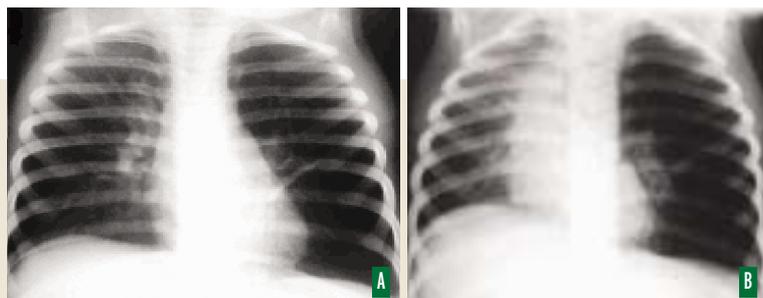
Radiographie thoracique de face prise en inspiration (A) et expiration (B) chez un enfant de 3 ans qui a présenté un syndrome de pénétration au cours du dîner la veille. Il existe un emphysème obstructif gauche avec déplacement médiastinal vers la droite en expiration. Découverte à l'endoscopie d'une cacahuète dans la bronche souche gauche.
